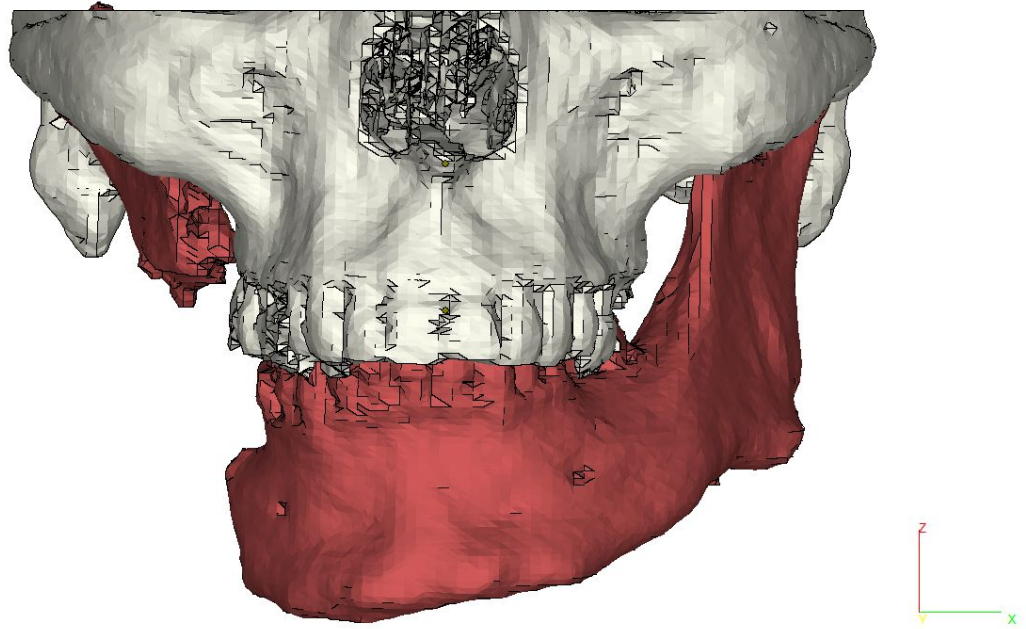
Реконструкция изображения пациента для топографо-анатомического исследования по данным МСКТ исследования с выделением зоны нижней челюсти для последующего разделения и планирования.
